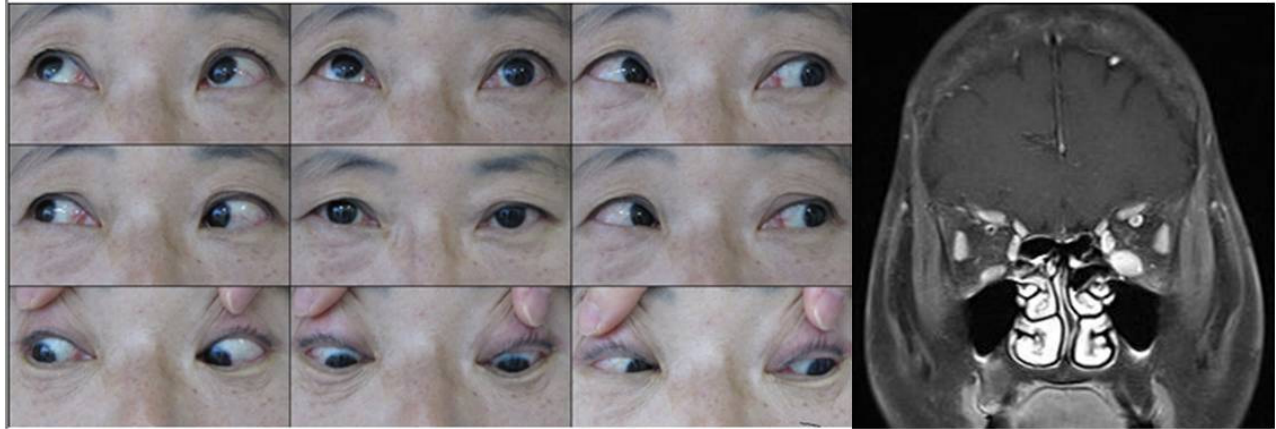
Ocular motility dysfunction. The patient shows a limitation of elevation in the left eye due to the enlargement of the inferior rectus muscle demonstrated by orbital MRI.
